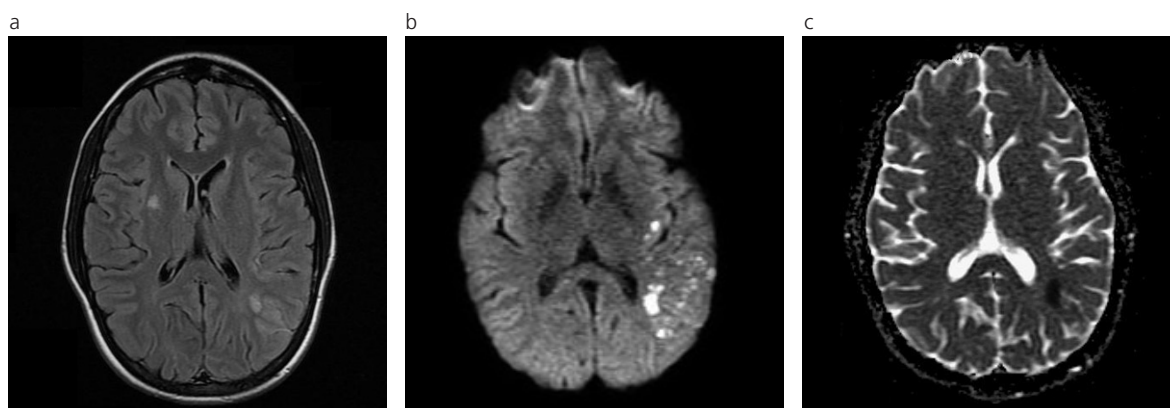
Mujer de 24 años con episodio agudo de desorientación témporo-espacial y afasia de expresión. (a) FLAIR: lesiones hiperintensas lenticular derecha y témporo-parietales izquierdas. (b) DIFUSIÓN y (c) MAPA ADC: Muestran sólo las lesiones isquémicas agudas con edema citotóxico y restricción a la difusión (hiperintensa en difusión y ADC disminuido). En el laboratorio: FAN y anticuerpos anticardiolipina y coagulante lúpico positivos. Sme. ANTIFOSFOLIPIDÍCO.
